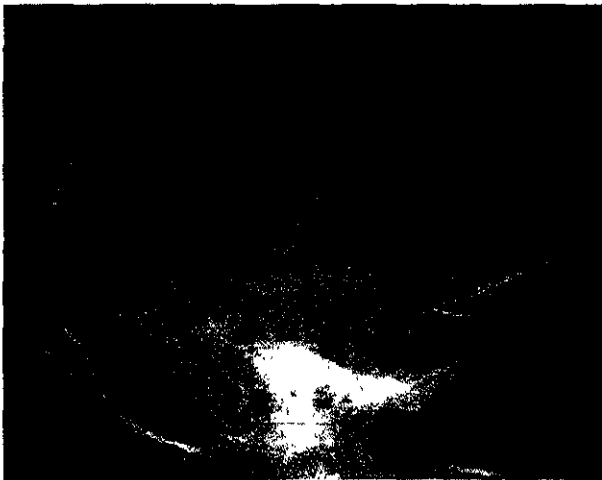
Radiografía lateral de cráneo mostrando una zona radiolúcida en "sacabocado"²⁹.
